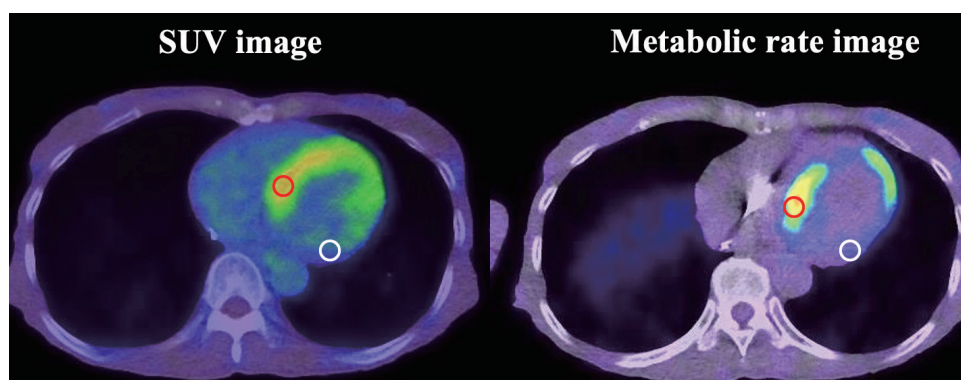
左：従来のFDG-PET 右：MRglcイメージング
